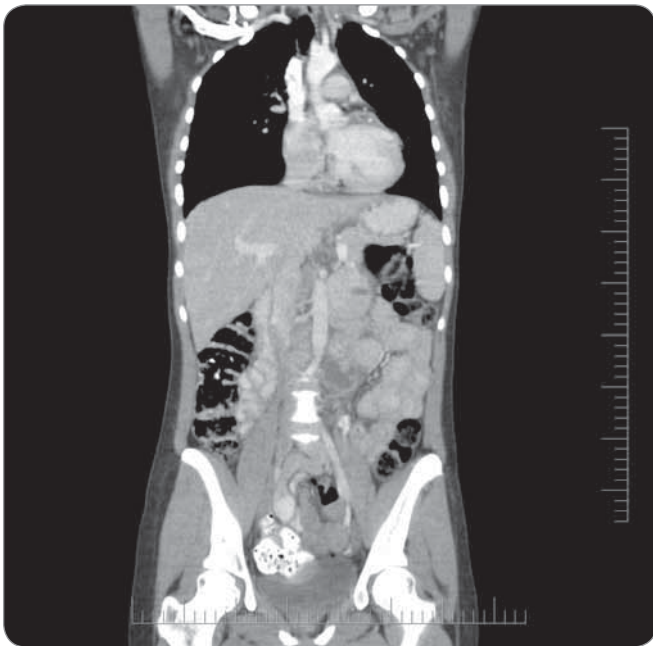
CT scan showing disease progression in renal-bed.
